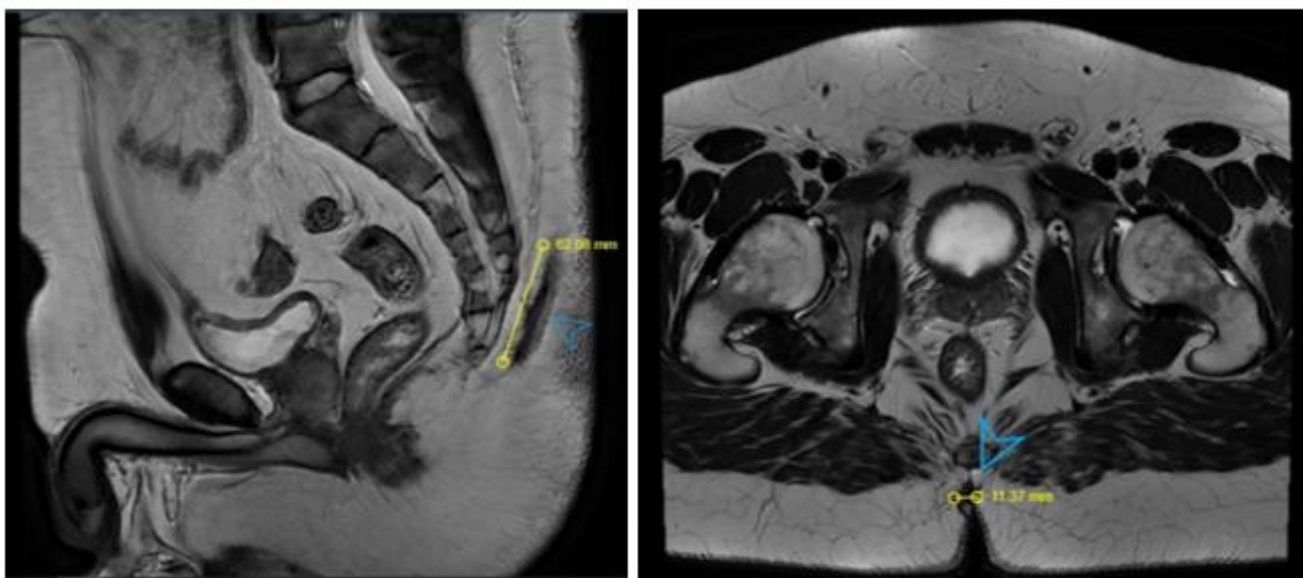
МРТ органов малого таза с в/в контрастированием; стрелкой отмечена пилонидальная киста
